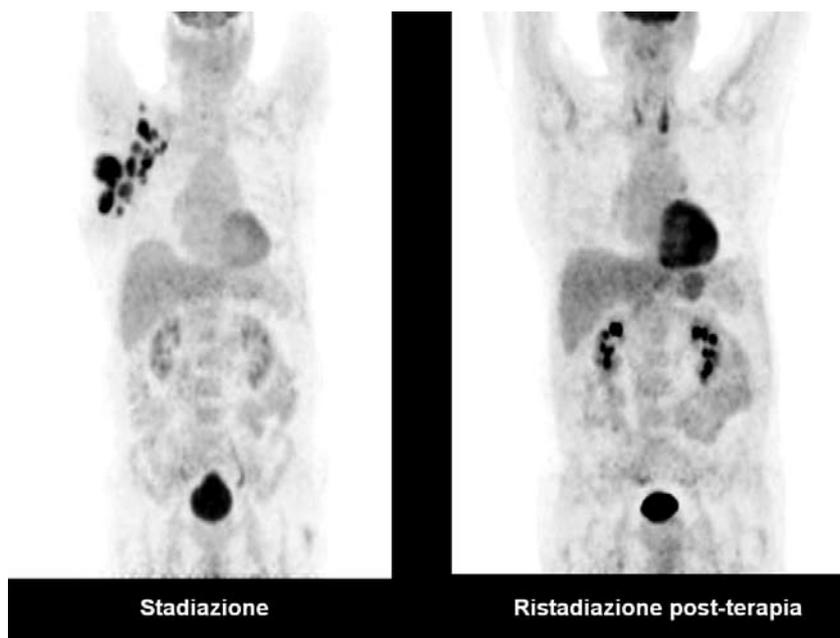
Linfoma di Hodgkin. FDG-PET: in stadiazione, captazioni patologiche multiple in sede ascellare destra; dopo chemioterapia, risposta completa.
